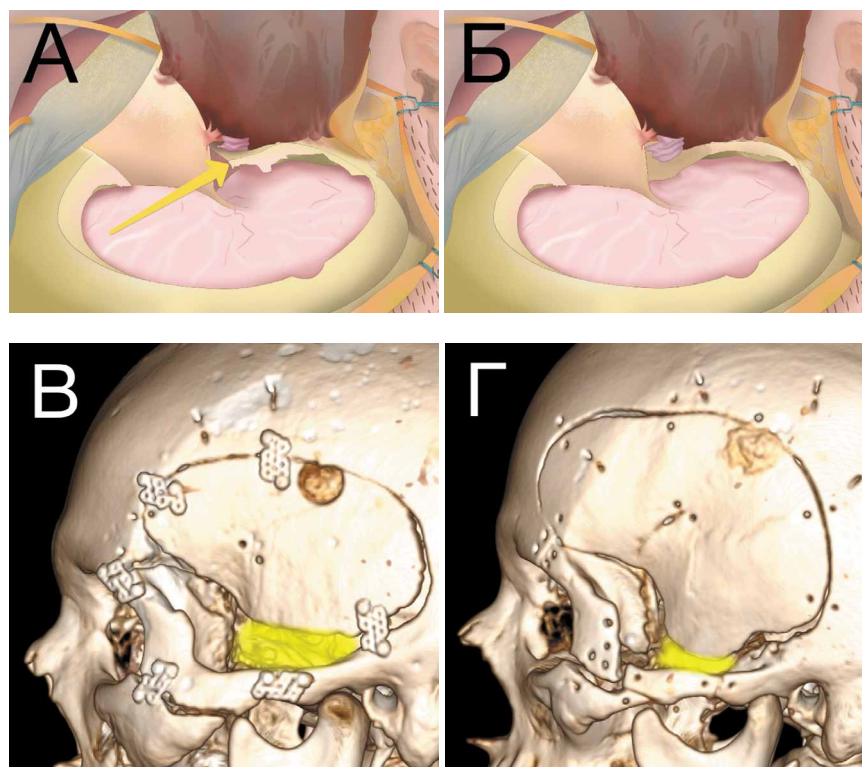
А — вид раны после выполненного двухлокутного ОЗД, стрелкой указаны часть большого крыла клиновидной и чешуи височной костей, которые приходится резецировать для осуществления базального подхода к средней черепной ямке, Б — вид раны после выполненного трехлокутного ОЗД, В — трехмерная реконструкция КТ после выполнения двухлокутного ОЗД, на которой визуализирован дефект большого крыла клиновидной кости и чешуи височной кости (выделен желтым цветом), Г — трехмерная реконструкция КТ после выполнения трехлокутного ОЗД, на которой значительно менее выраженный дефект большого крыла клиновидной кости и чешуи височной кости (выделен желтым цветом).
